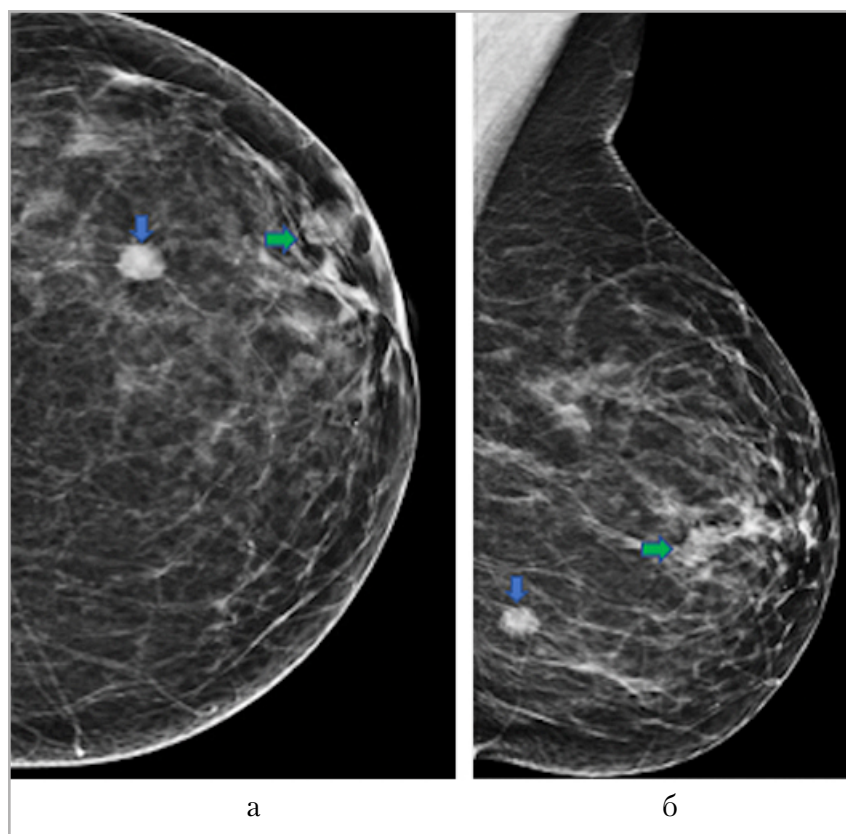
Рентгенограммы левой МЖ в двух стандартных проекциях: *а* — прямая проекция, *б* — косая проекция: плотное, четко очерченное образование расположено в нижелатеральном квадранте (*синяя стрелка*); образование округлой формы, с нечеткими контурами, невысокой плотности, определяющееся ближе к соску (*зеленая стрелка*)
